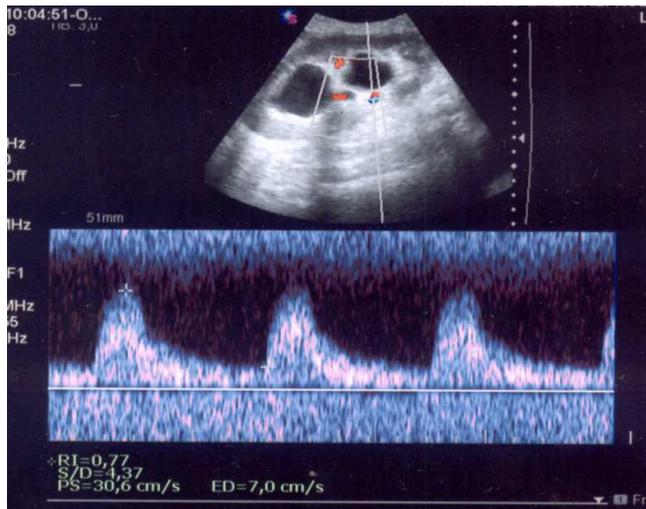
Esame eco-color-Doppler. Analisi spettrale. In fase acuta di ostruzione delle vie escrettrici del rene trapiantato: IR 0.77.
